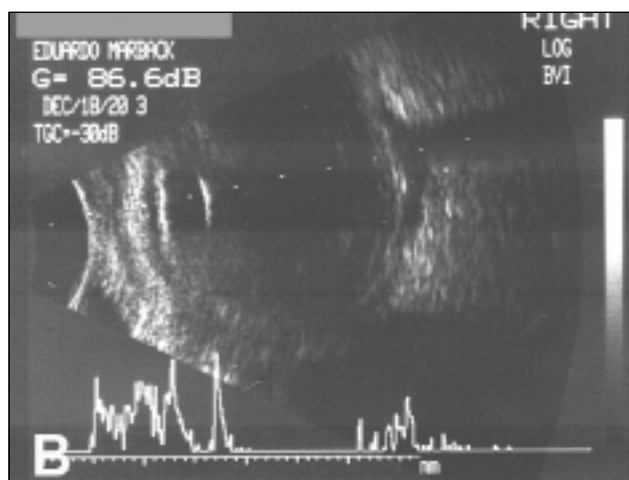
Caso 2. A) Proptose, quemose e oftalmoplegia à direita; B) Ecografia mostrando intensa inflamação escleral evidenciada pelo sinal do T (líquido no espaço subtenoniano); C) Tomografia computadorizada das órbitas evidenciando a proptose com espessamento escleral à direita
